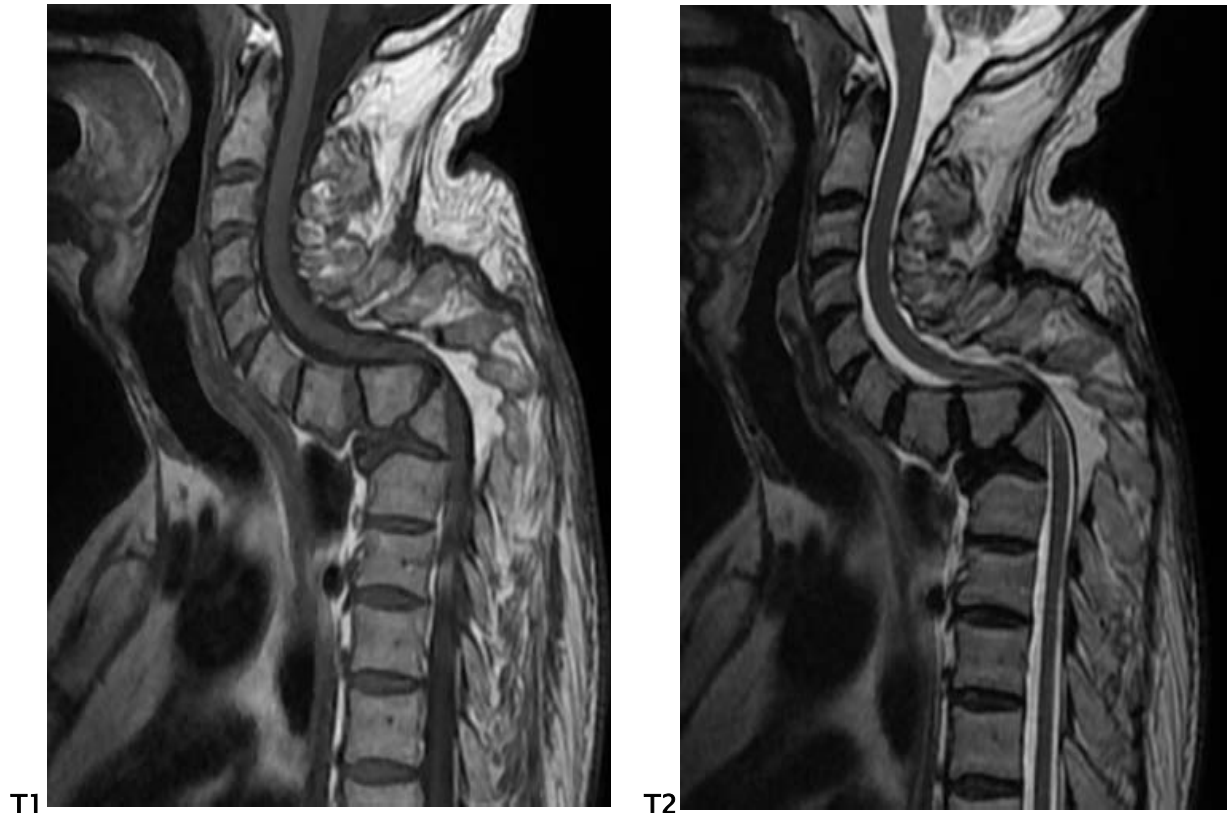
IRM cervico-dorsale en pondération T1, T2 coupe sagittale chez un patient montrant une angulation cyphotique de la charnière cervico-dorsale responsable d'une CM au niveau de D1. Attitude scoliose à convexité gauche avec importante angulation cyphotique de la charnière cervico-dorsale sur malformation vertébrale en héli vertèbre de D2 responsable d'une importante réduction du canal dorsal et d'une compression médullaire.
